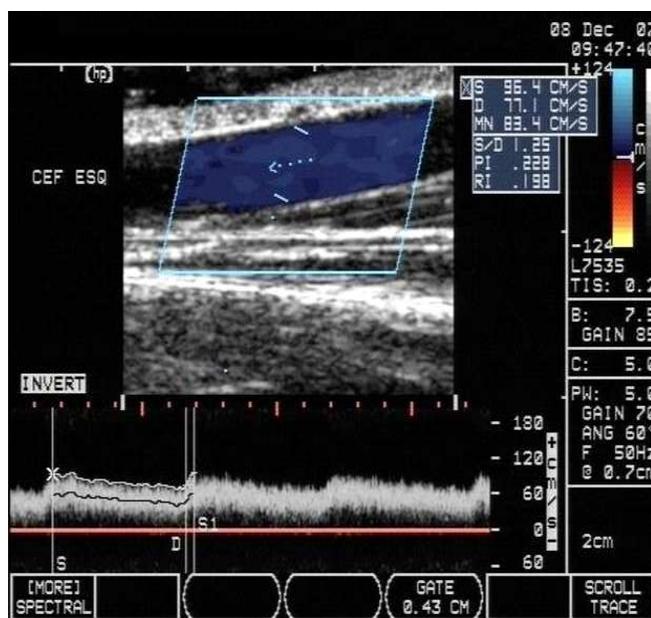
USD da veia de drenagem do antebraço no terço médio, com a representação da imagem e do Doppler espectral, aferição automática da velocidade média.
